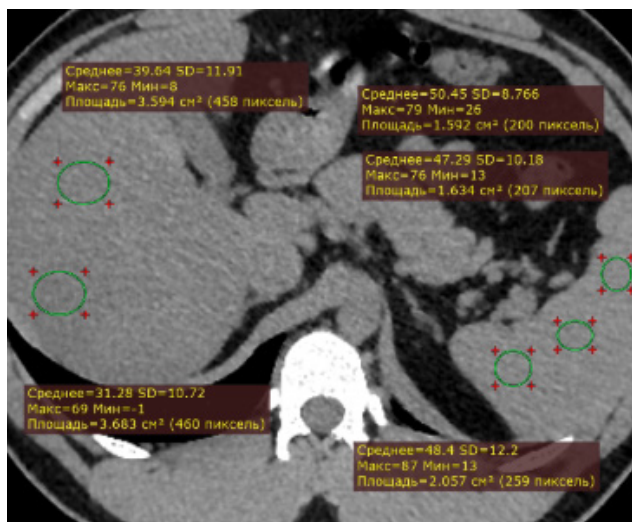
КТ органов брюшной полости, аксиальный срез. Два ROI помещены на печень, три ROI помещены на селезенку. Средняя плотность печени: 35 ед. X., средняя плотность селезенки: 48 ед. X. По абсолютной плотности печени степень жирового гепатоза соответствует тяжелой степени. Печеночно-селезеночный индекс: -13 ед. X. (ЖГ тяжелой степени). Печеночно-селезеночное соотношение: 0,73 (ЖГ средней степени). Индекс контрастности печень-сосуды: средняя степень выраженности (внутрипеченочные сосуды не дифференцируются от паренхимы печени).
